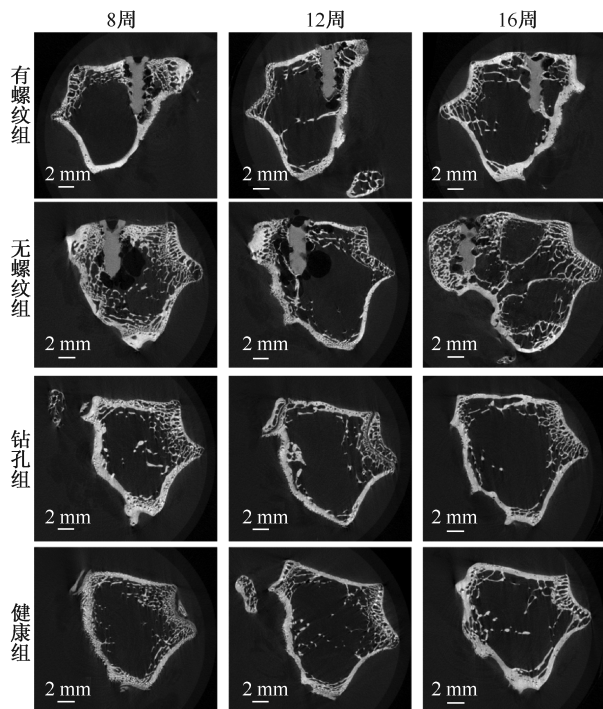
有螺纹组、无螺纹组、钻孔组、健康组在8、12、16周时相同部位处股骨髁截面二维 Micro-CT 图片
